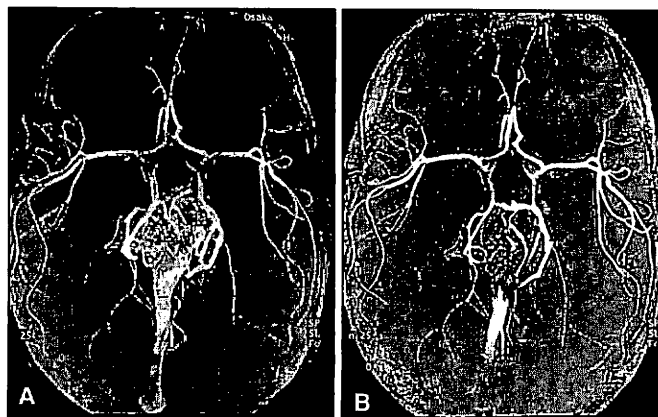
Magnetic resonance angiography showing choroidal type of the vein of Galen aneurysmal malformation (VGAM) with multiple feeding arteries.
